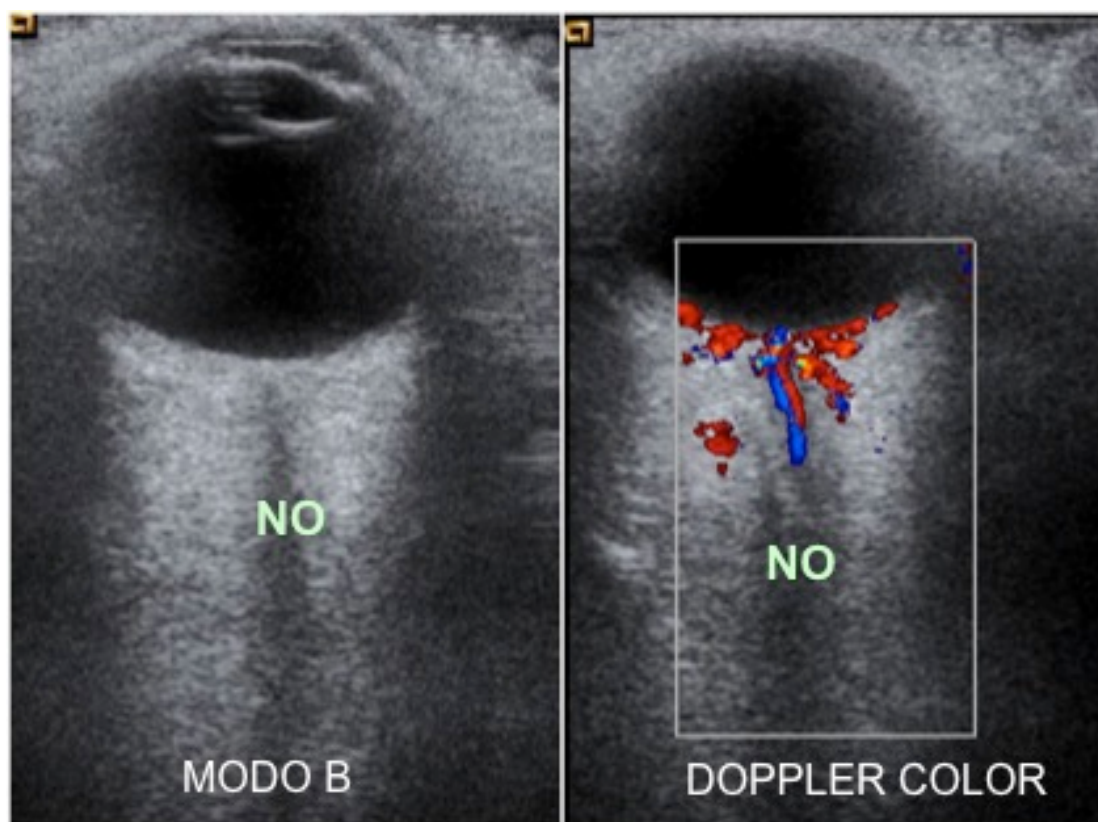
Ecografía orbitaria en Modo B, a la izquierda de la imagen, donde se puede ver una banda hipoecoica en el espesor de la grasa retrobulbar, correspondiente al nervio óptico (NO). La imagen de la derecha corresponde al mismo paciente tras introducir la función de Doppler color, lo que permite diferenciar los diferentes vasos retrobulbares.
